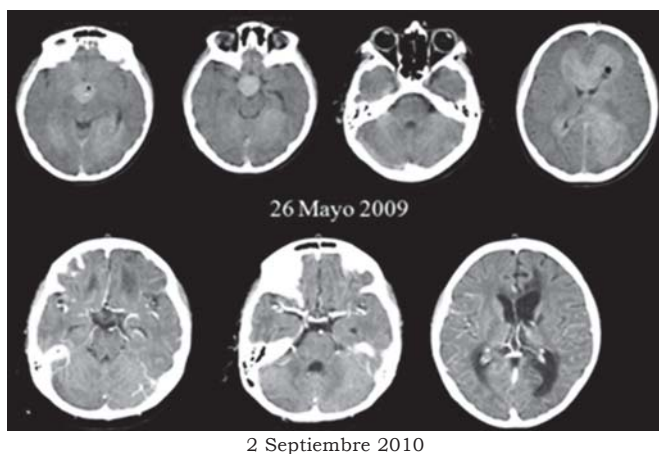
Tomografía cerebral simple y contrastada. Muestra imagen sugestiva de tumoración en la región Selar.
